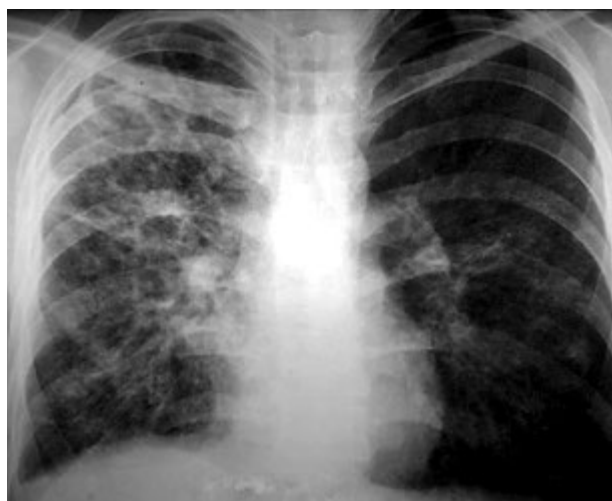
Рентгенограма хворого Ф. до початку колапсотерапії: двобічний інфільтративний туберкульоз із множинною деструкцією
